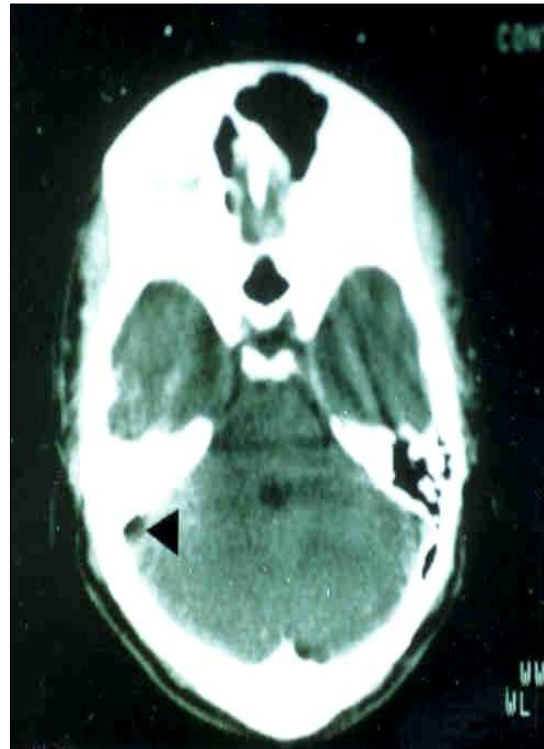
TDM cérébrale en coupes axiales avec injection de produit de contraste montrant :
